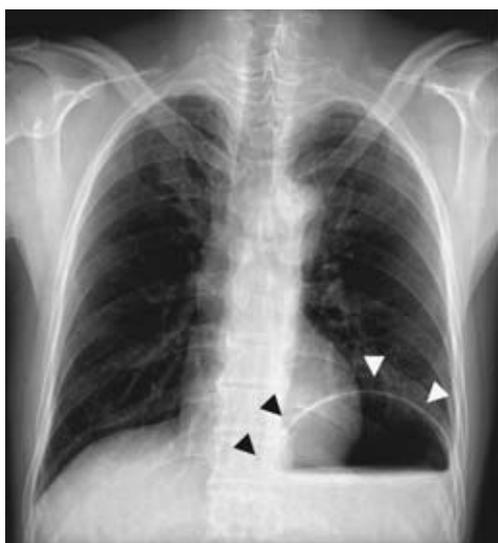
胸部X線撮影 左横隔膜は胃胞により挙上されているように見えるが、胃胞上方に横隔膜の厚みがない(▽). また、縦隔側立ち上がりは急峻で、腹腔内への連続性を示す(▼).
